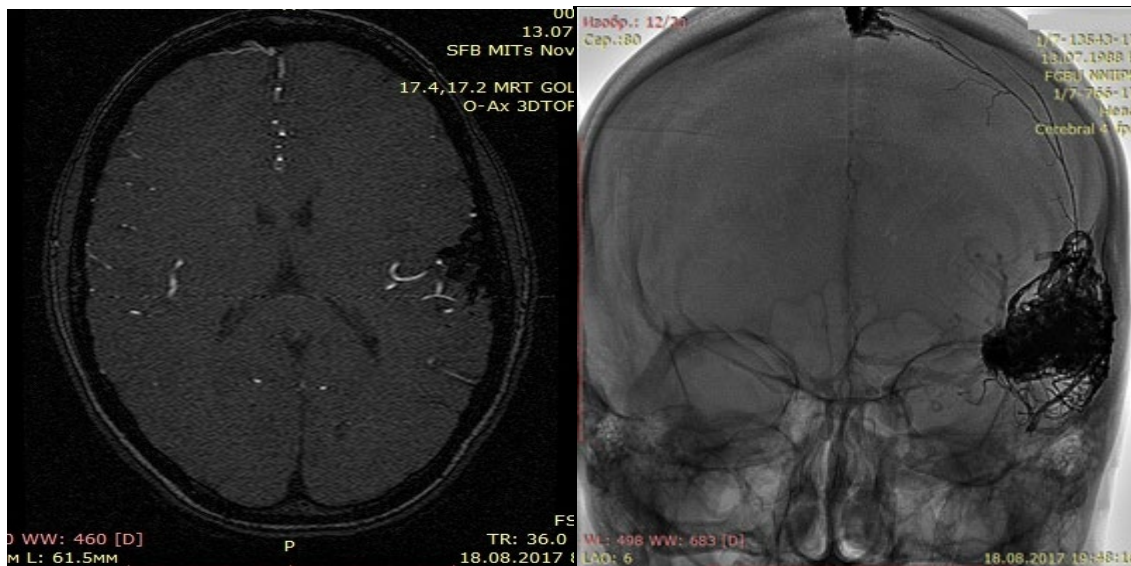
Данные контрольных МРТ головного мозга (слева) и церебральной ангиографии (справа) пациентки С. после тотальной эмболизации
